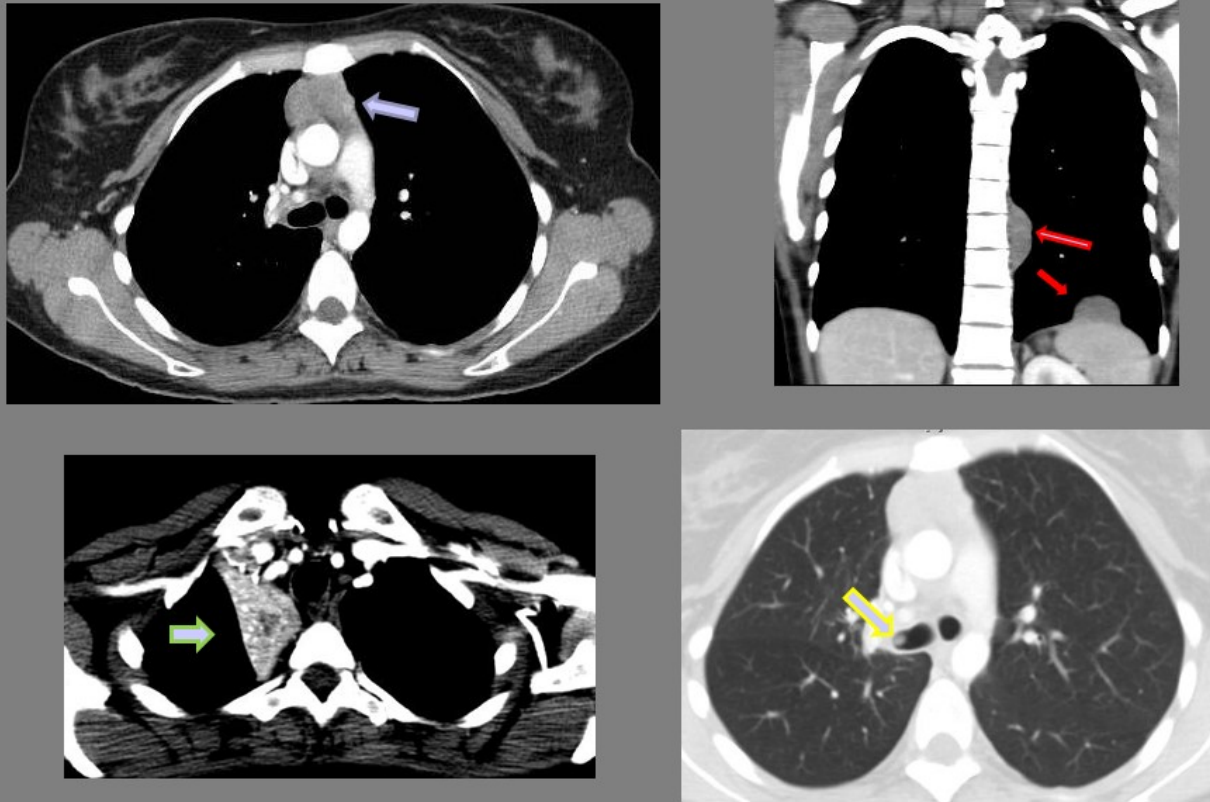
TIMOMA TIPO B2-B3 OMS, ESTADIO IVA MASAOKA Mujer 33 años Afonía, tos, disnea (mismo paciente de la figura anterior) TAC TÓRAX CON CIV, RECONSTRUCCIÓN CORONAL: Masa mediastínica anterior (flecha azul) con afectación pleural (flecha roja) e intrabronquial (flecha amarilla) (con atelectasia secundaria del LSD (flecha verde). La paciente desarrolló un cuadro de Miastenia Gravis posteriormente al diagnóstico del timoma
